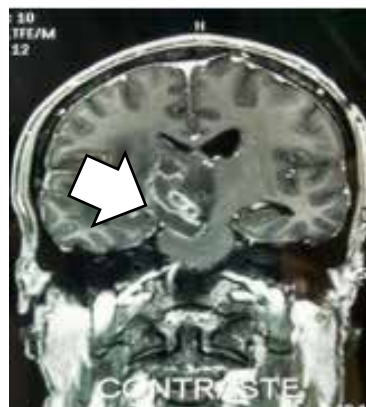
Resonancia magnética nuclear (RMN) de encéfalo contrastada. Se observan imágenes captadoras de contraste de 3-5 mm a nivel de mesencéfalo (flecha blanca).
